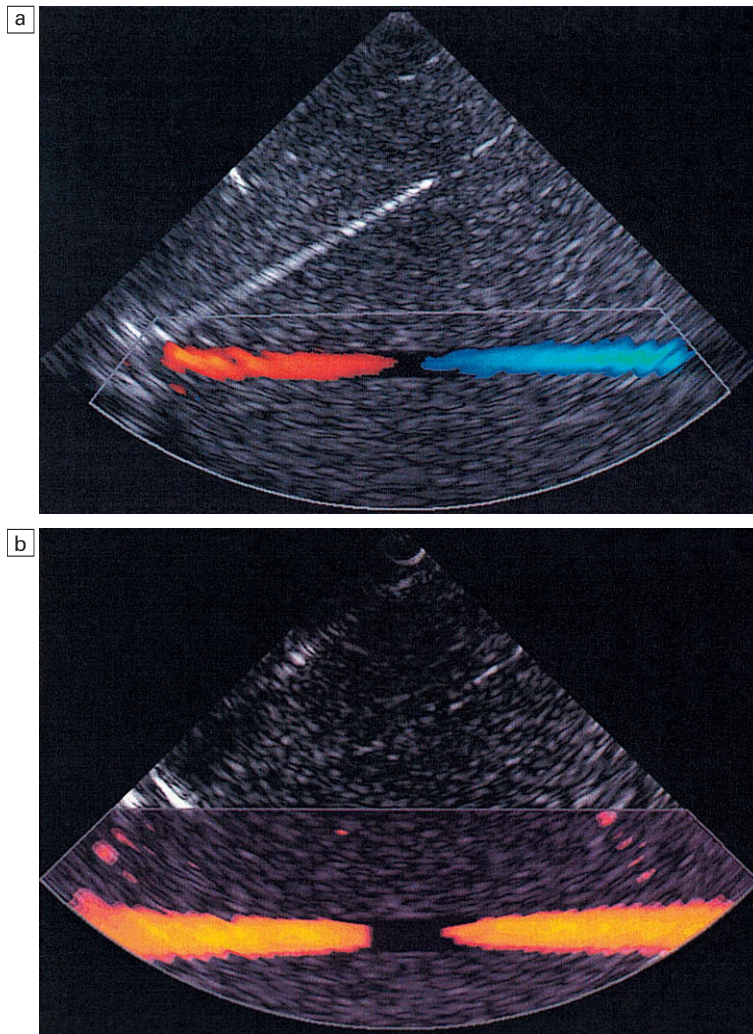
a) Imagen de flujo en color de un flujo en un tubo recto. Cuando el componente de velocidad del flujo se alinea con el haz y se dirige hacia el transductor, se representa en color rojo, mientras que si se aleja del mismo, se representa en azul. b) Imagen de Doppler energía de un flujo en un tubo recto. La dirección del flujo no se mide, por lo que no existe una codificación por colores.
